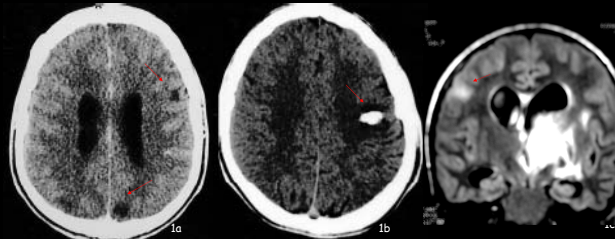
TDM cérébrale en coupes axiales C- (fig 1a, 1b) et IRM en coupe coronale FLAIR (fig 1c): TUBERS CORTICAUX. fig 1a : Lésions corticales occipito-frontales droites hypodenses. fig 1b : Tuber cortical frontal gauche calcifié. fig 1c : Hypersignal pariétal droit
